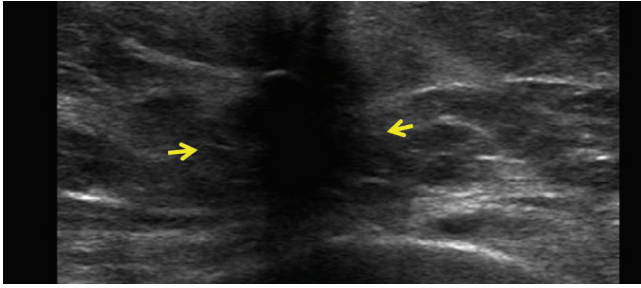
Tumor células granulares de la mama. Aspecto radiológico. Nódulo hipoeogénico espiculado, mal delimitado, con discreta sombra posterior y de 1,7 cm, en la unión de los cuadrantes externos de la mama izquierda (ecotomografía mamaria).
